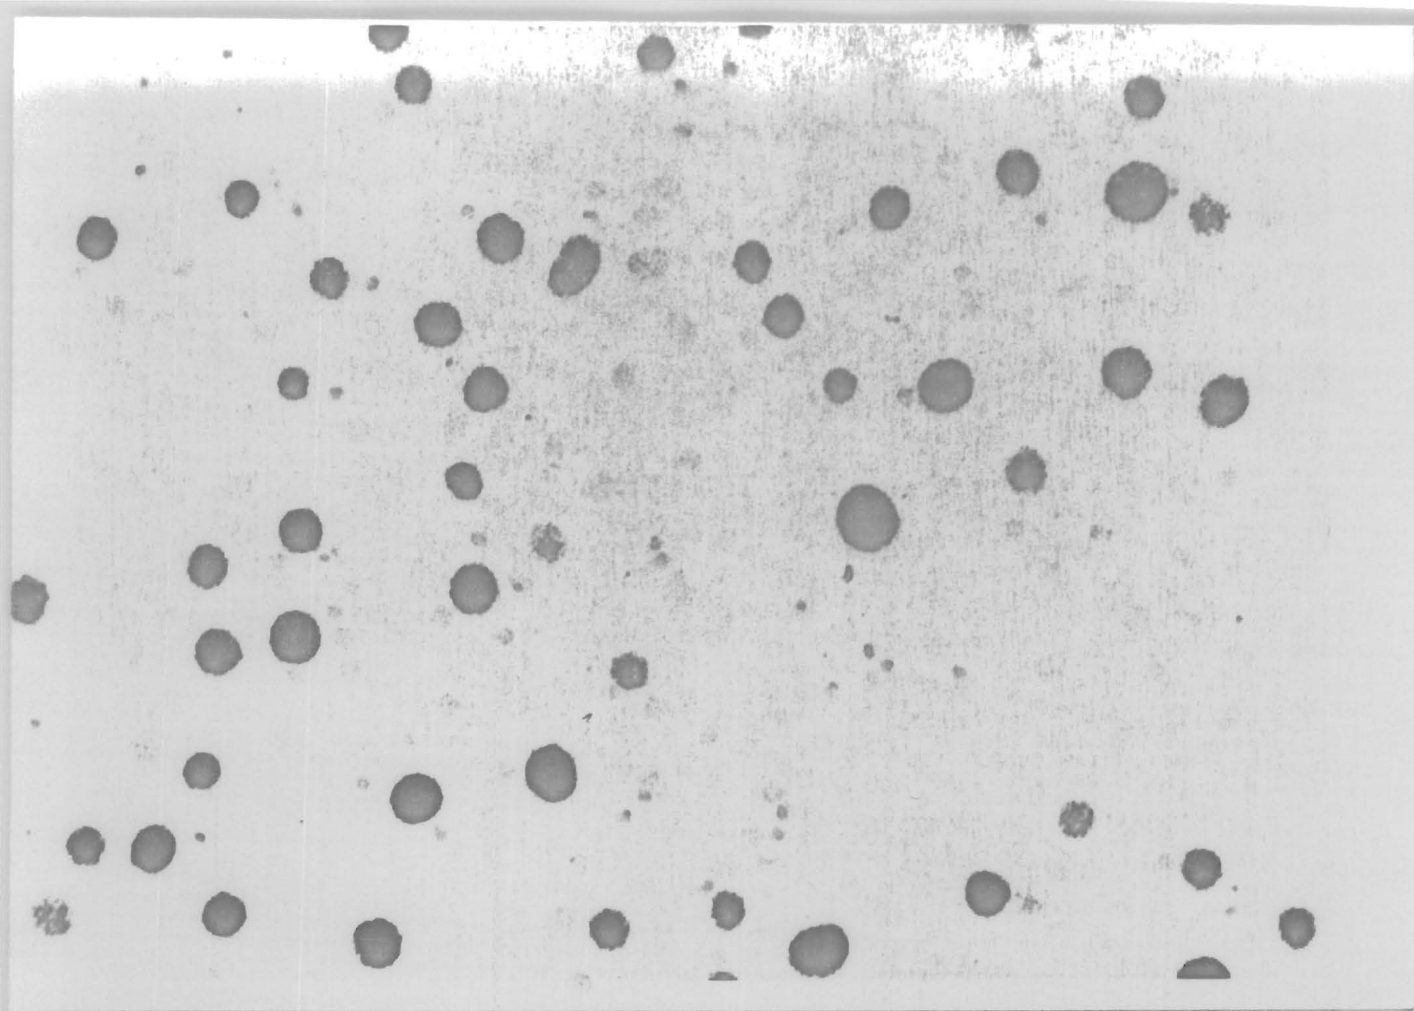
Autoradiografía de cultivo control.
